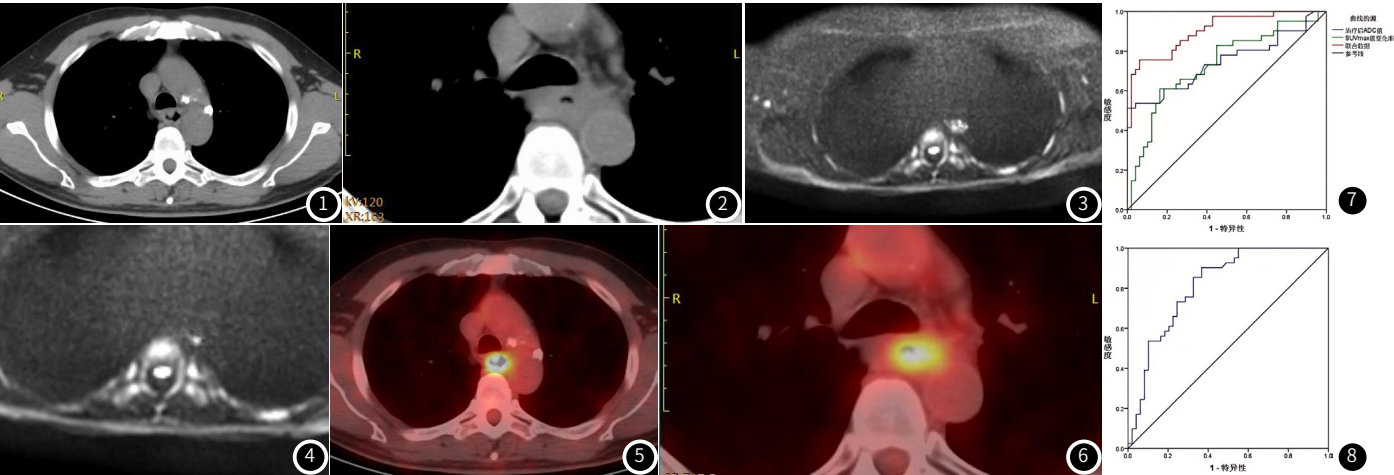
CT治疗前。图2 CT治疗后。图3 DWI-MRI治疗前。图4 DWI-MRI治疗后。图5 ¹⁸F-FDG PET/CT治疗前。图6 ¹⁸F-FDG PET/CT治疗后。
